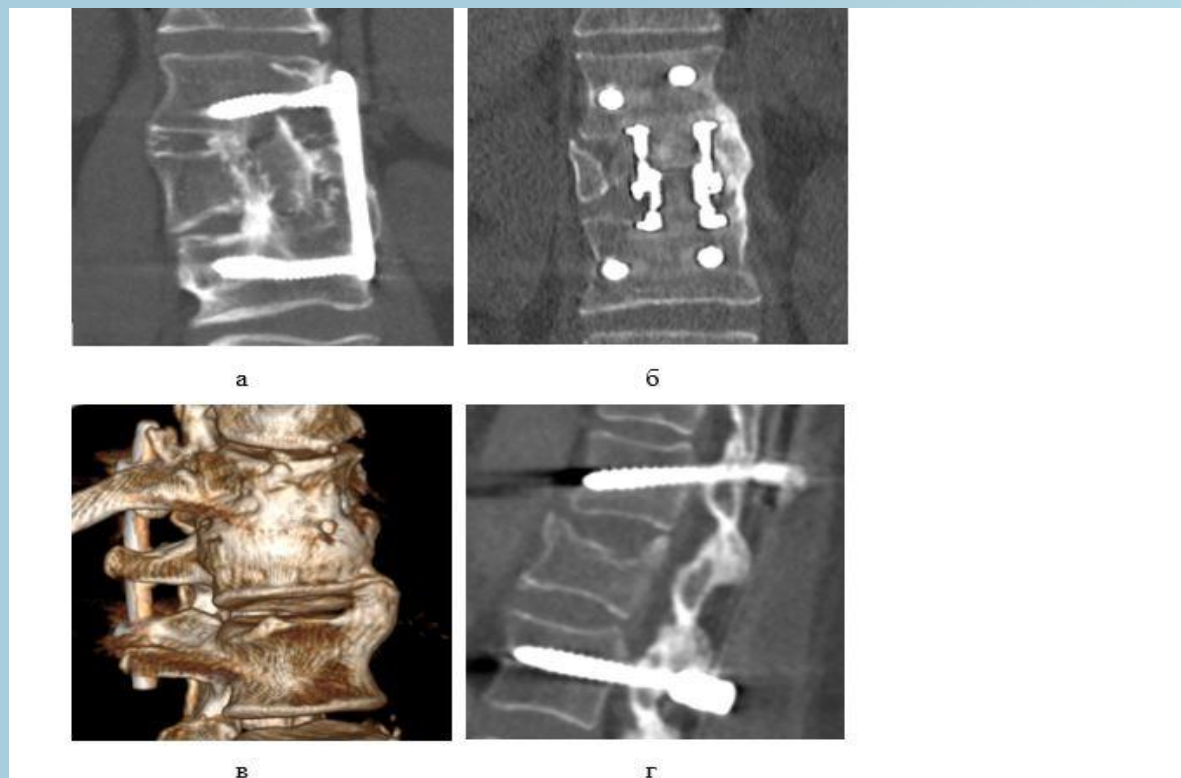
Контрольные КТ, демонстрирующие варианты спондилодеза: а – межтеловой спондилодез аллотрансплантатом; б – межтеловой спондилодез протезом, заполненным ауто- и аллокостью; в – сформированный (Th12-L1) и формирующийся (L1-L2) межтеловые анкилозы при ТПФ; г – сращение в области фасеточных суставов.
